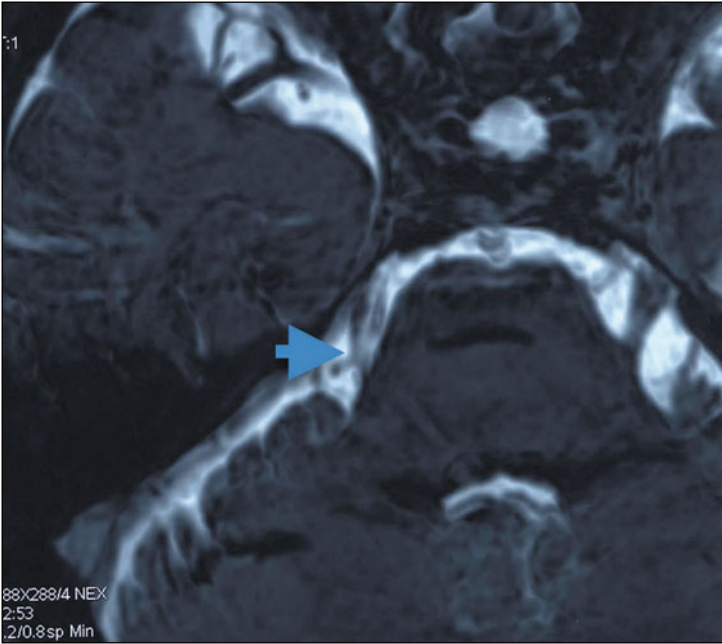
IRM séquence T2, coupe axiale montrant un conflit entre le nerf trijumeau droit et un vaisseau (flèche).
